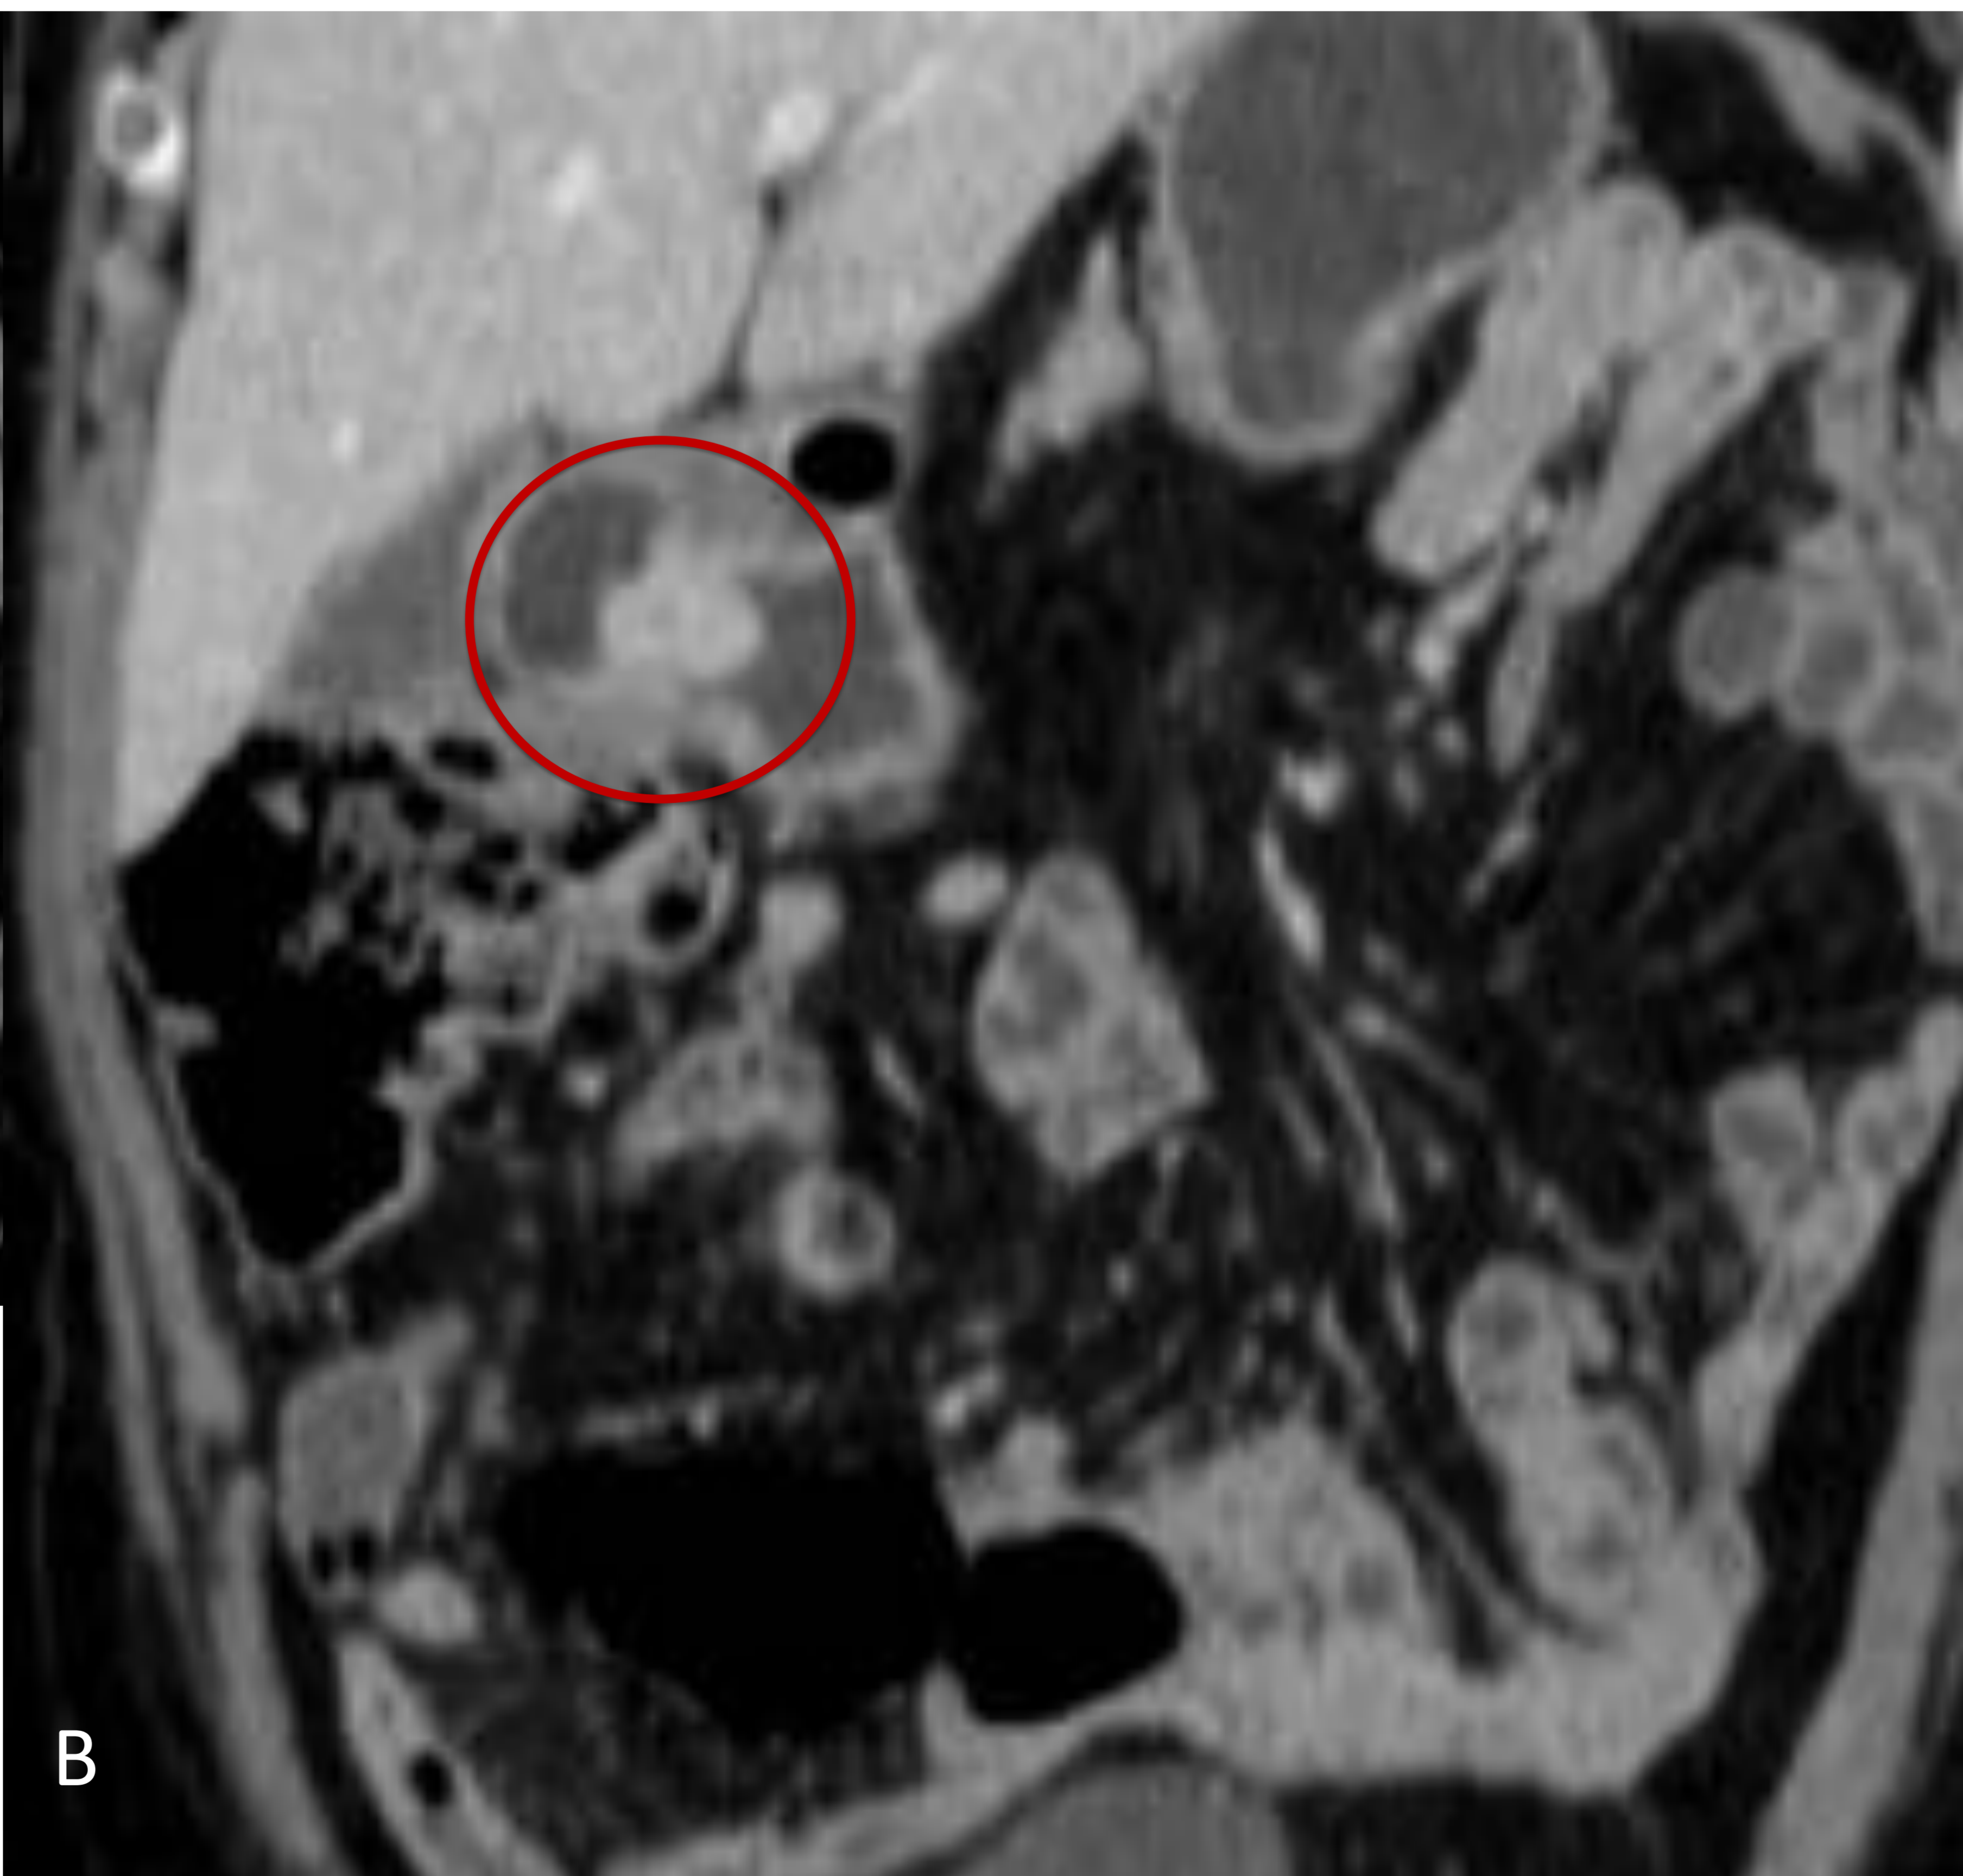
Pólipo hiperplásico. A y B. Axial y coronal de TC Abdominopélvico tras CIV. Lesión polipoidea (círculo rojo) en unión antropilórica, con crecimiento endoluminal, de bordes bien definidos y realce homogéneo. A la anatomía patológica se diagnóstico: Pólipo hiperplásico.
